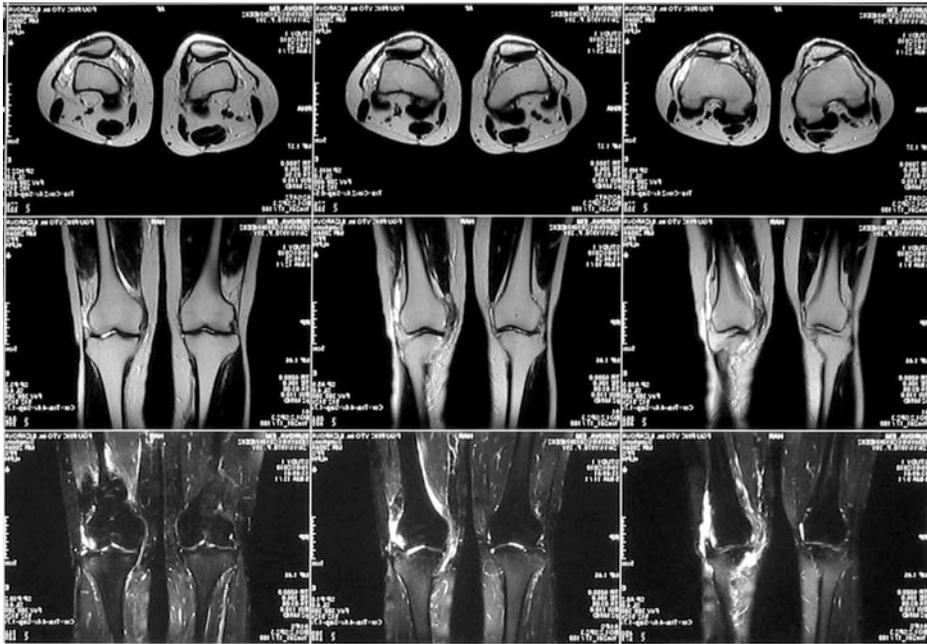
Данные МРТ-исследования коленных суставов больной С. до лечения
